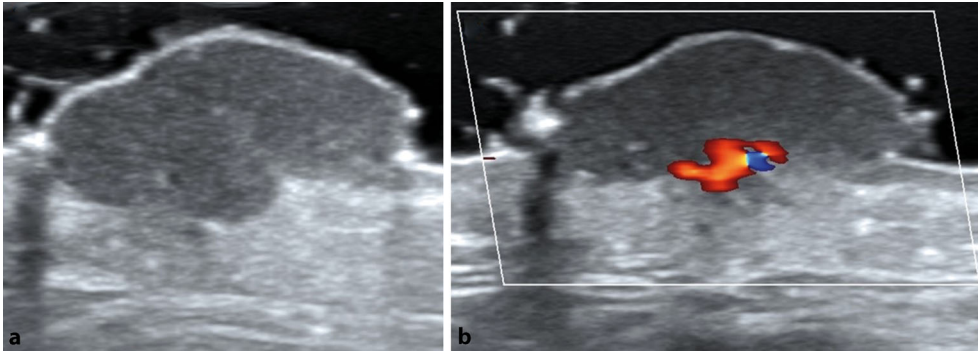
◀ Basalzellkarzinom an der Wange. a Echoarmer Tumor mit echoreichen Spots. b In der farbkodierten Duplexsonographie typische Perfusion an der Basis
